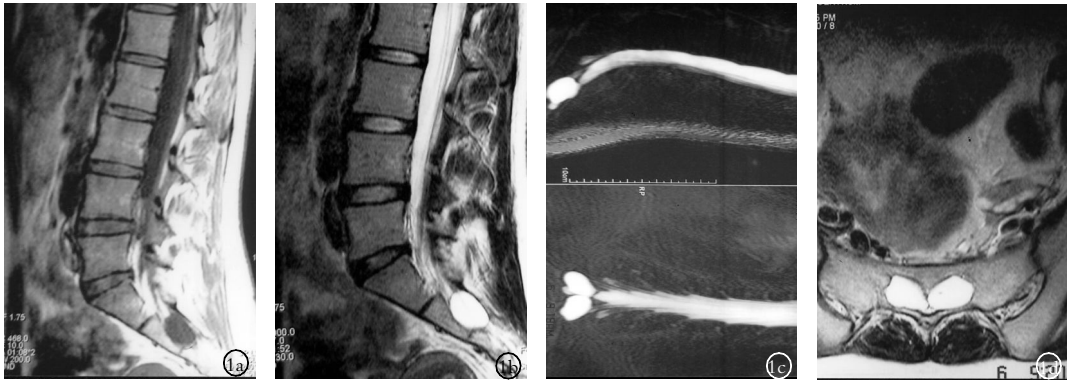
患者,女,23 岁,骶管囊肿位于 S₂ 水平 1a,1b.囊肿 MRI T1 加权像呈低信号,T2 加权像呈高信号,骶骨椎体后缘弧形压迹,压迫相邻硬膜囊 1c.MRI 表现为长 T1 和长 T2 像,信号密度与脑脊液相同 1d.MRI 横断位 T2 加权像呈 2 个独立近端于硬膜囊相连高信号
